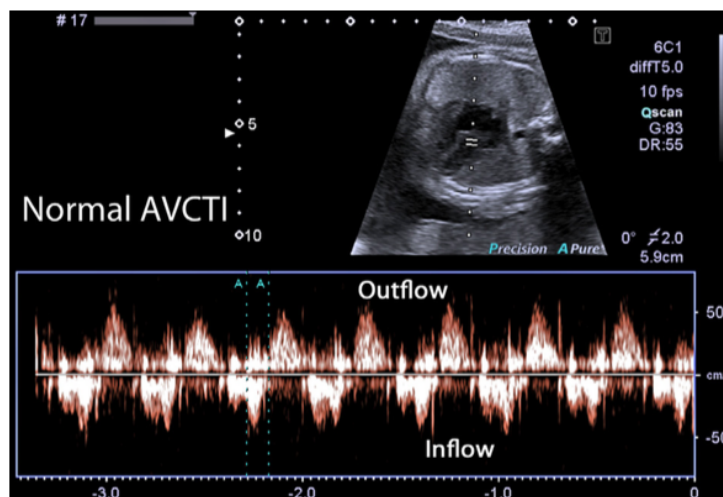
Ecocardiografía Doppler de onda pulsada (PW), intervalo de tiempo de contracción auriculoventricular (AVCTI) normal¹⁷
